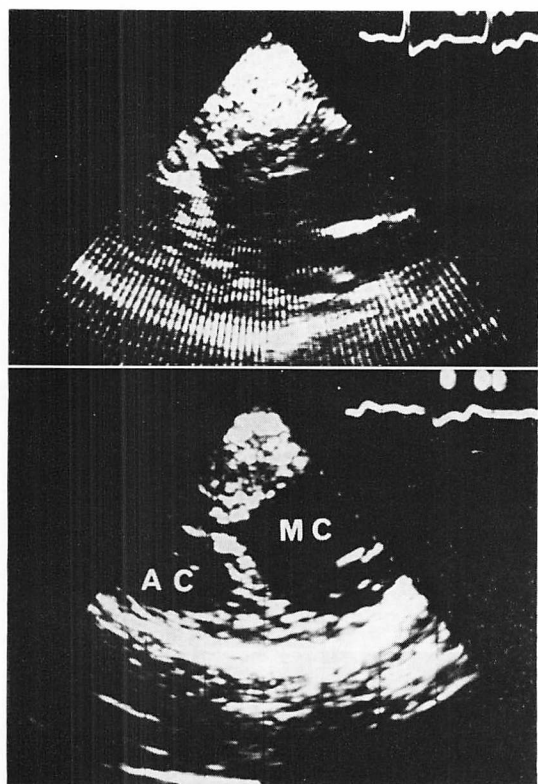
Echocardiograms (long-axis view).
